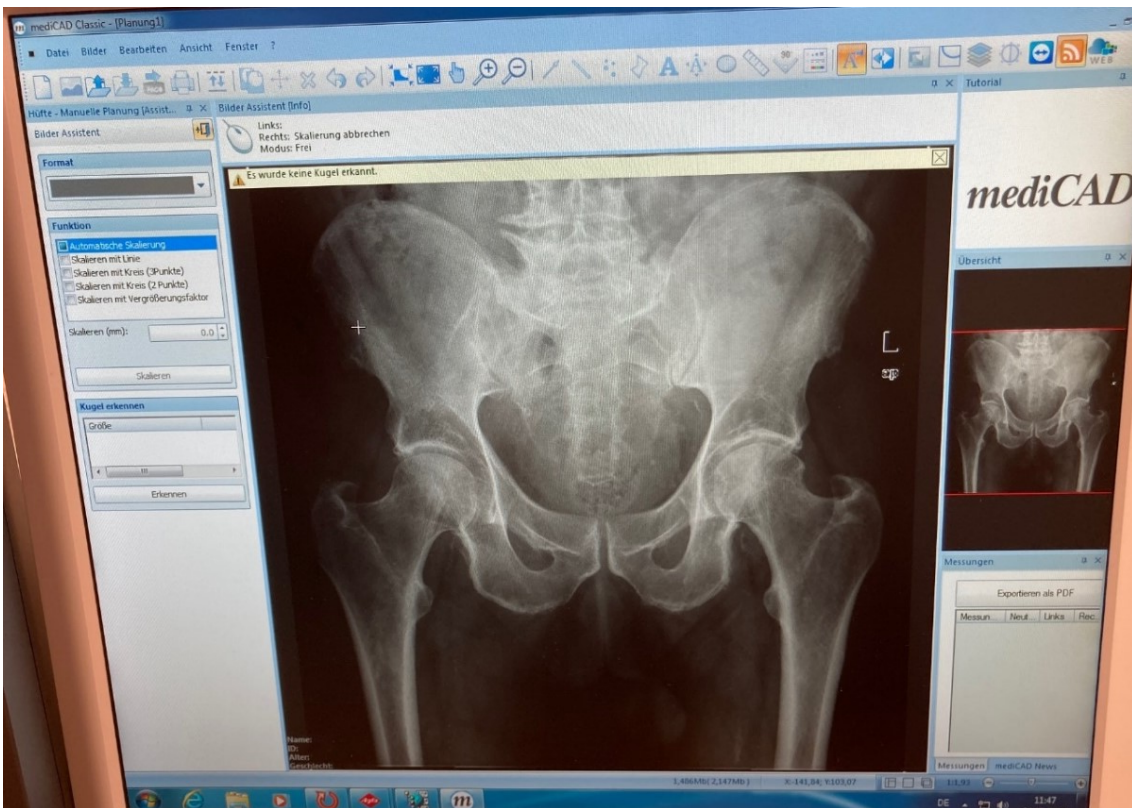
Import des präoperativen Röntgenbildes in MediCAD.
